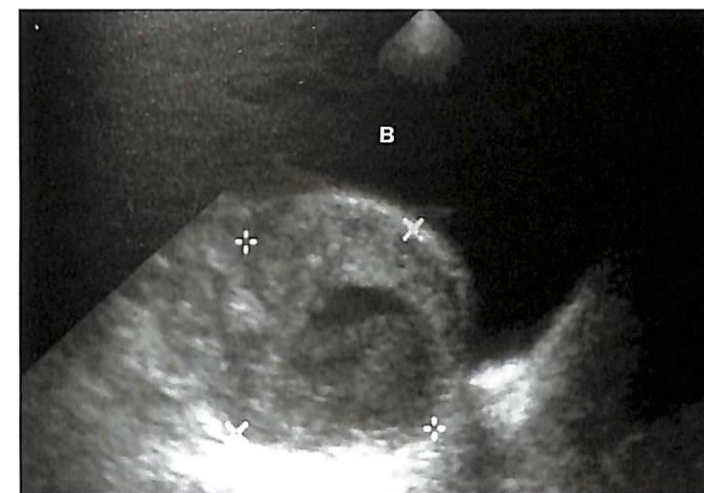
Tuboовариальный абсцесс. При УЗИ правых придатков на продольном срезе обнаруживается образование сложной структуры (курсоры) с кистозным центром, представляющее собой tuboовариальный абсцесс. Обратите внимание на деформацию этим образованием мочевого пузыря (В).
